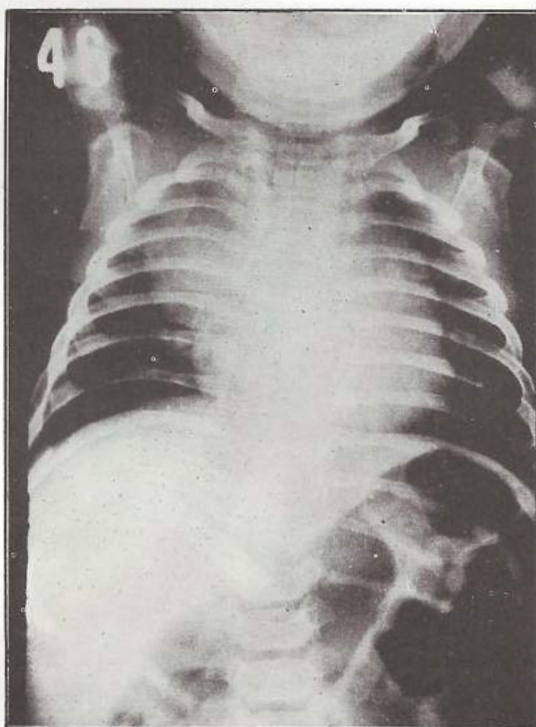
Radiografía simple de tórax frente de un niño normal, "signo de la onda tímica".
